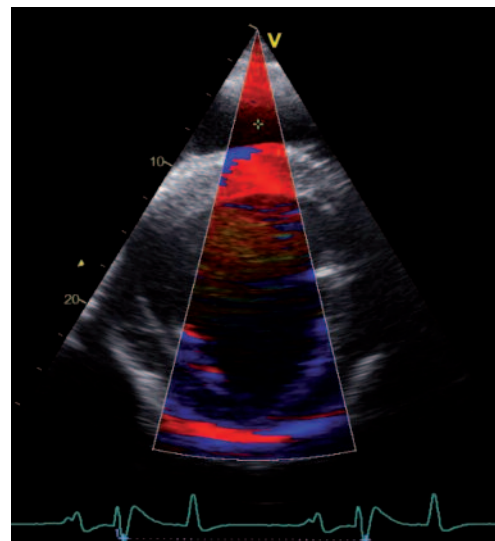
Farbkodiertes Bild zur Analyse mit dem Farbgewebedoppler. | Colour coded image for colour TVI analysis.
